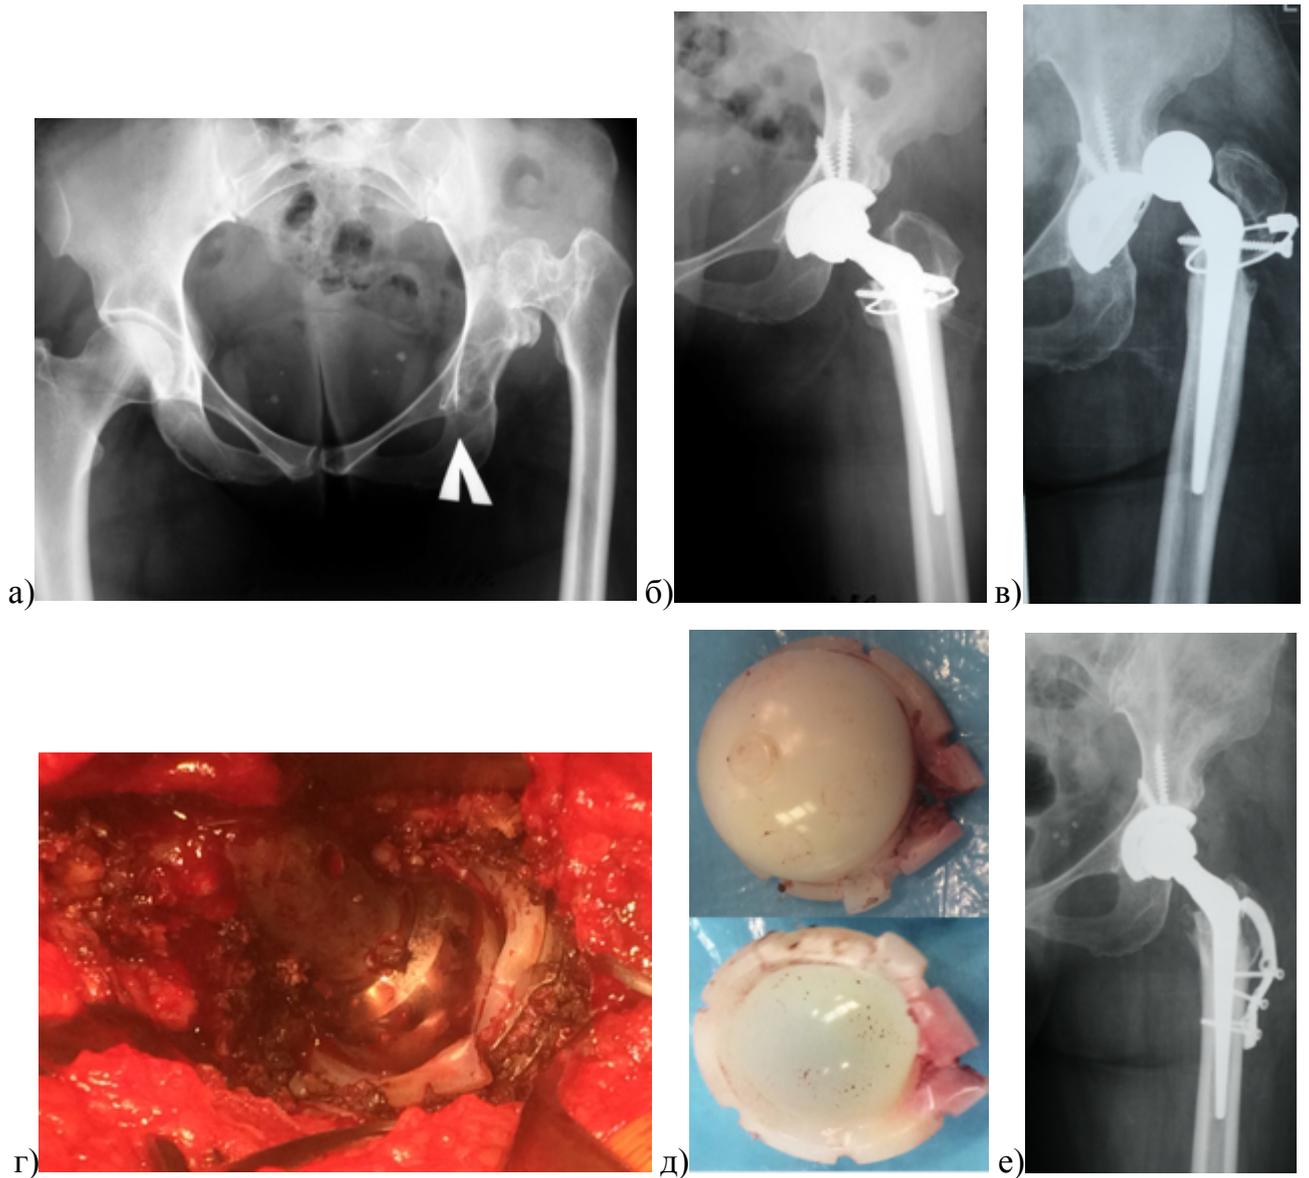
Рентгенограммы и интраоперационные фотографии пациентки 38 лет с левосторонним высоким вывихом (тип C2 поHartofilakidis): а) до операции; б) выполнена операция Raavilainen, рентгенограмма через год; в) через 11 лет произошел вывих и отрыв большого вертела, при попытке вправления происходил рецидив; г,д) на ревизии визуализируется перелом истонченного края вкладыша, что и стало причиной рецидивирующего вывиха; е) выполнена замена вкладыша и фиксация вертела вильчатой пластиной (патент на изобретение №2564967 «Фиксатор для большого вертела бедренной кости»)
